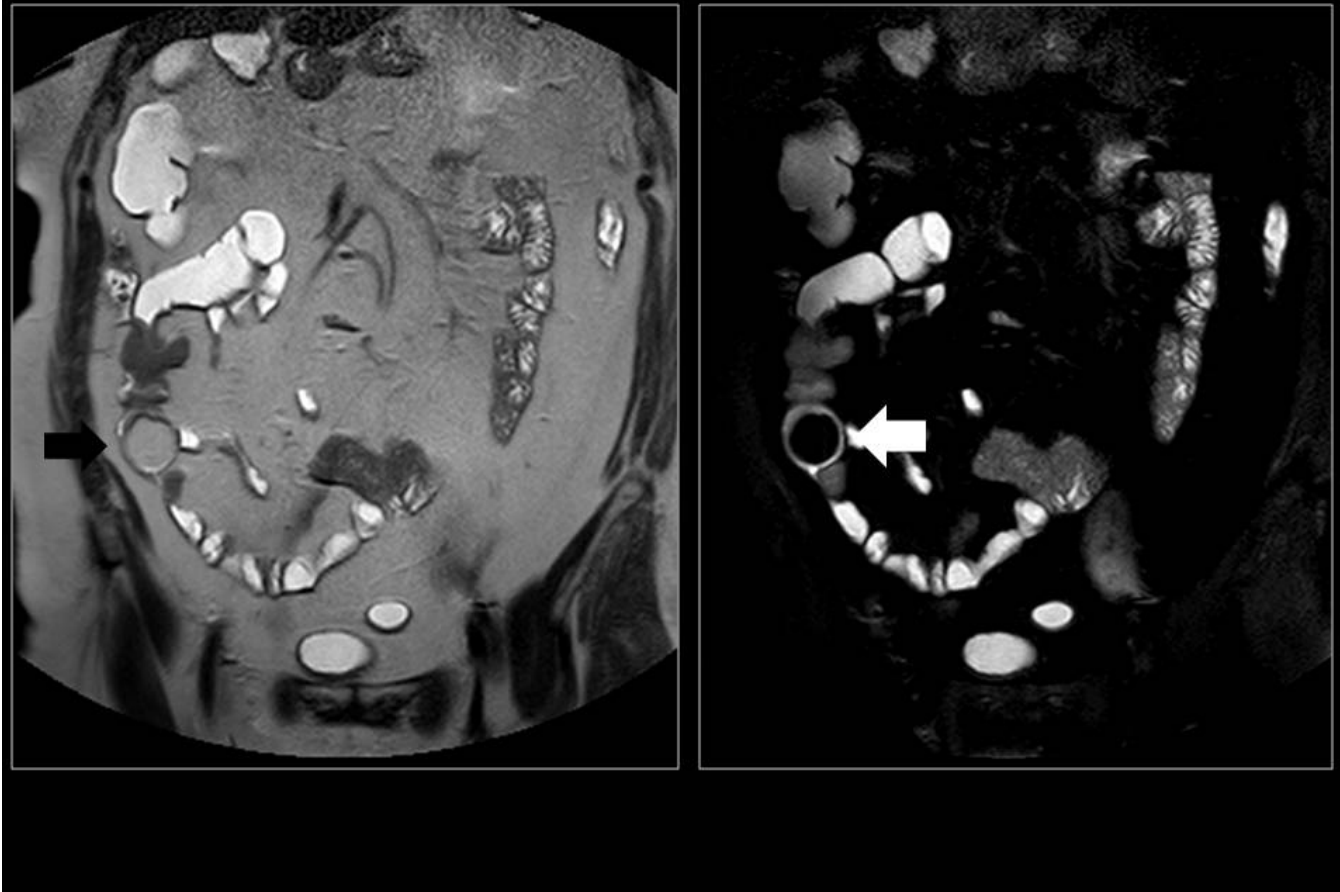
LIPOMA INTRAMURAL. RM con secuencias potenciadas en T2 (derecha) y supresión grasa (izq pared de asa intestinal (flecha negra) que suprime la señal en estudio de supresión grasa (flecha blanca).
